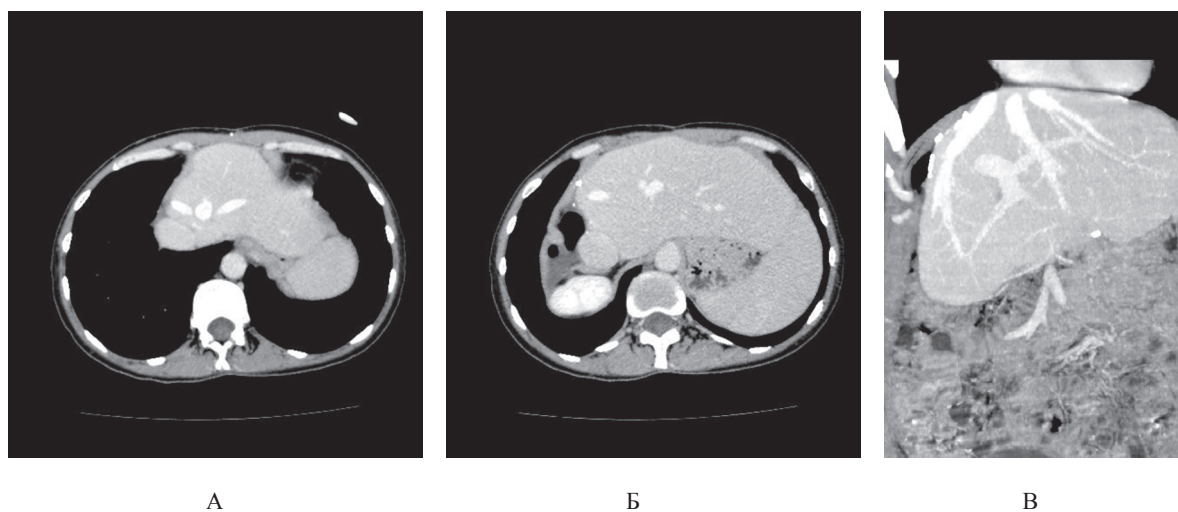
СКТ печінки. Печінка після резекції правої частки. У кукці печінки (А, Б, В) визначаються дві ПВ: додаткова сегментарна від SIV та дві від сегментів SII, SIII; В — реконструкція MIP, медіана ПВ по краю резекції та дві сегментарні від SII, SIII
